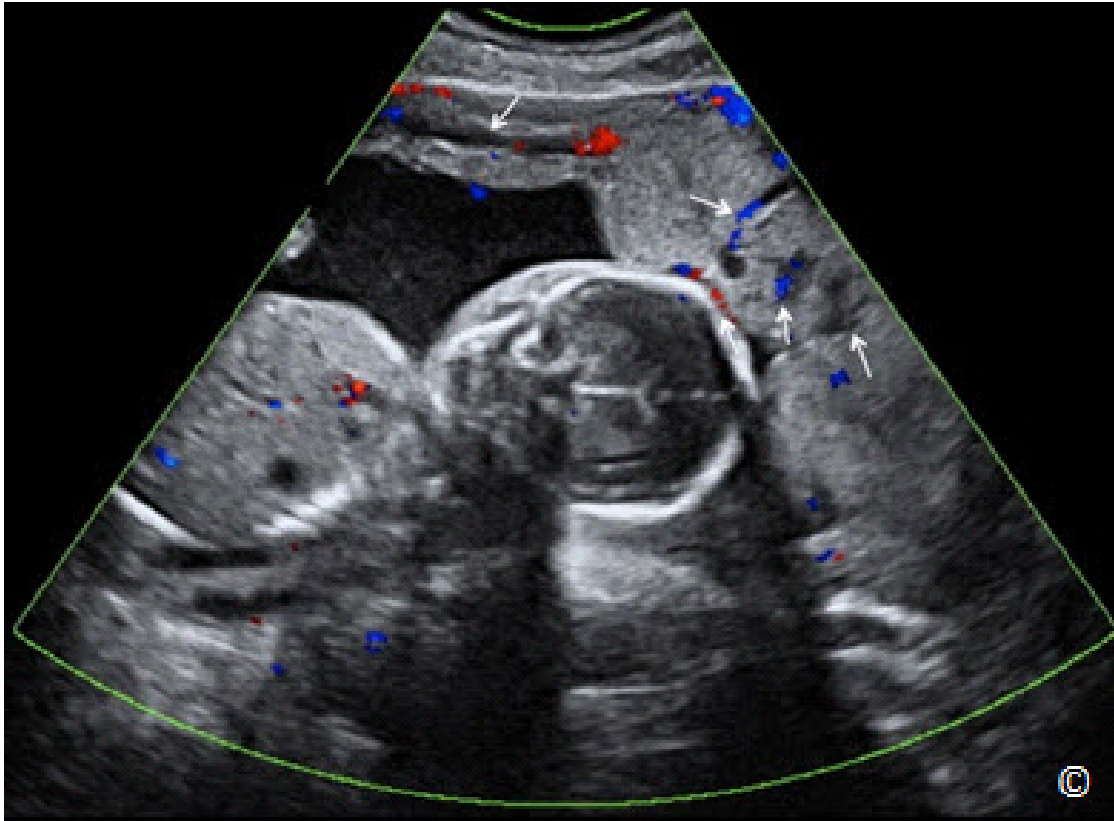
Ecografía transabdominal a las 18 semanas con Doppler en color que muestra una placenta acreta. Obsérvese la presencia de lagunas vasculares múltiples dentro de la placenta (flechas blancas). El Doppler color muestra el flujo sanguíneo dentro de las lagunas.
